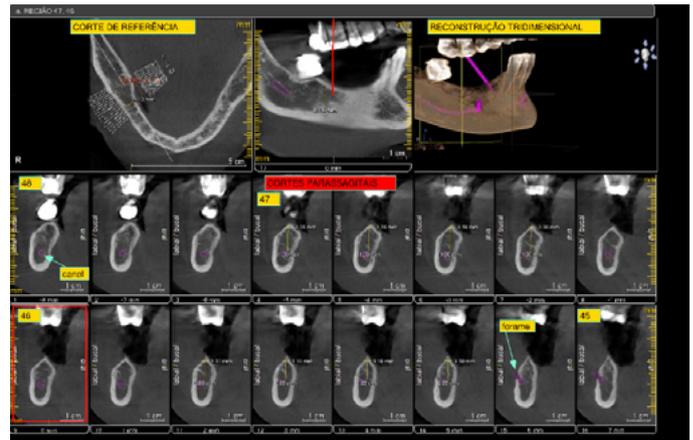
Tomografia computadorizada da região do 46 e 47.
